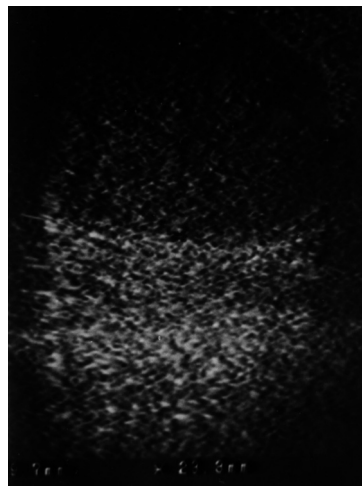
échographie montrant une masse d'échostructure tissulaire hypoéchogène et hétérogène du sein droit.
